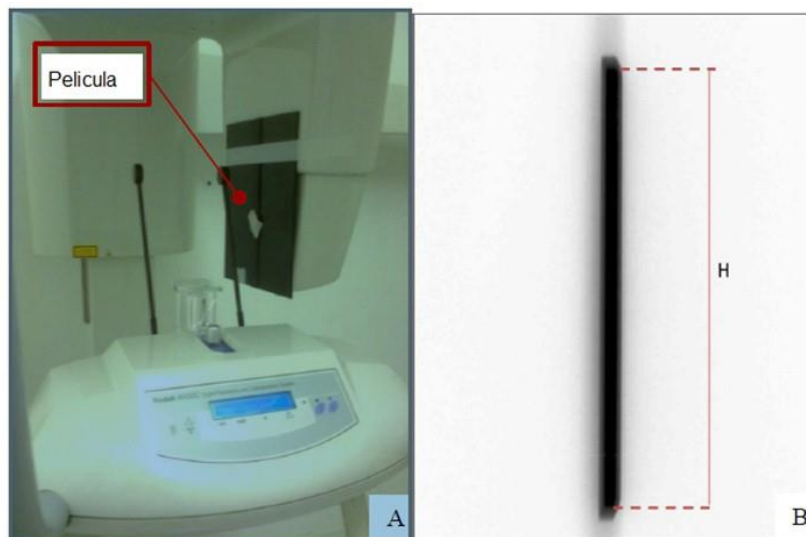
Configuración experimental para determinación de la alineación del campo de radiación a la ranura en el receptor de imagen utilizando: (a) película intraoral (b) película de radiografía oclusal. Fuente: colección de los autores
